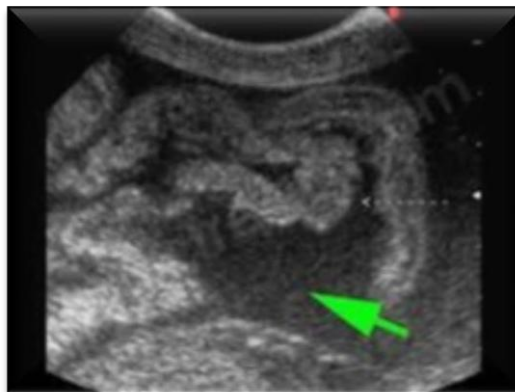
Épanchement péritonéal à l'échographie
